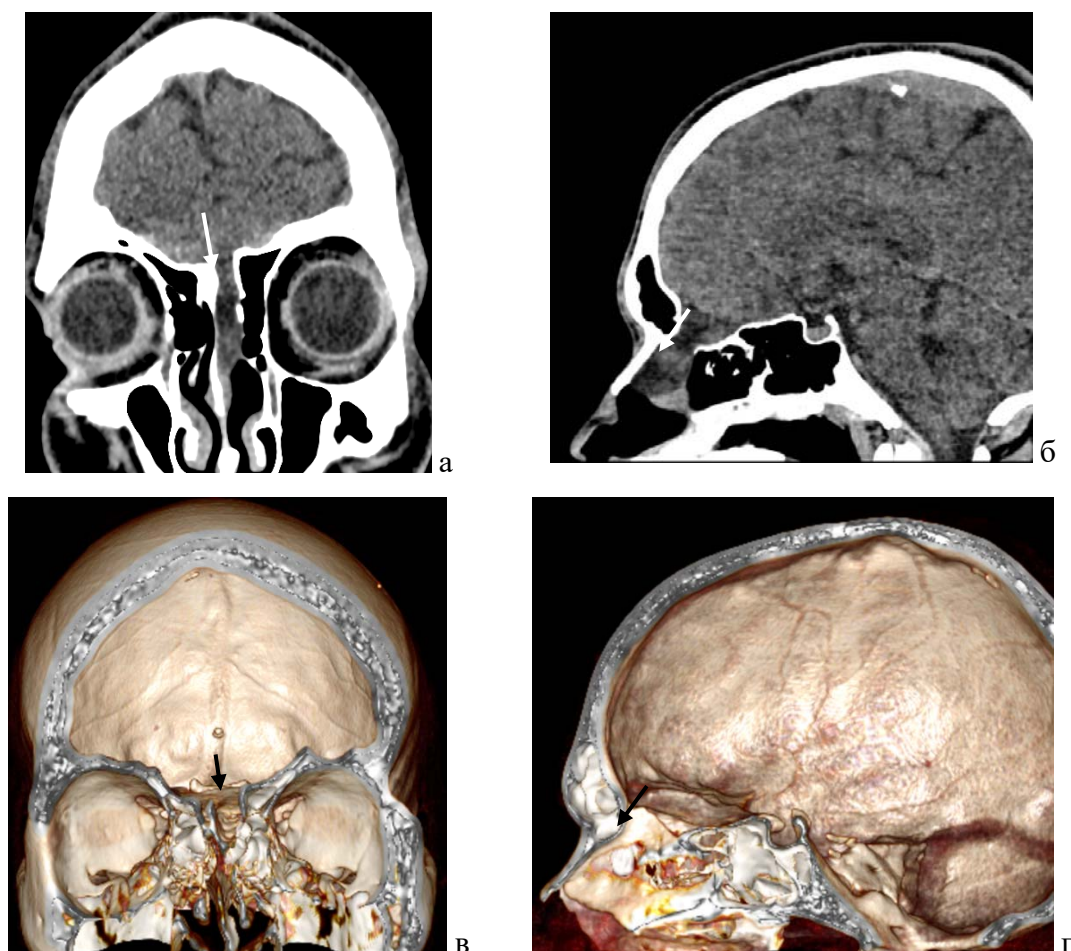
КТ головного мозга: а - фронтальная проекция, б – сагиттальная проекция, дефект решетчатой пластинки слева (отмечен стрелкой); в,г - 3D реконструкция: в - фронтальная проекция, г - сагиттальная проекция, дефект передних отделов решетчатой пластинки слева (отмечен стрелкой)
